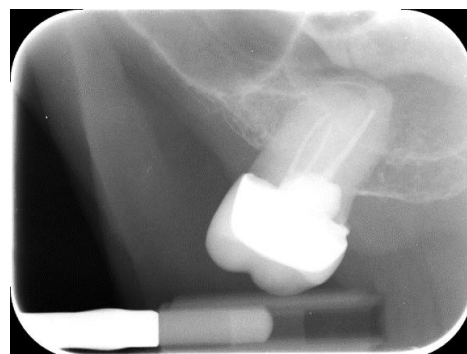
Radiografía del diente 26 que presenta restauración con deficiente sellado marginal.
